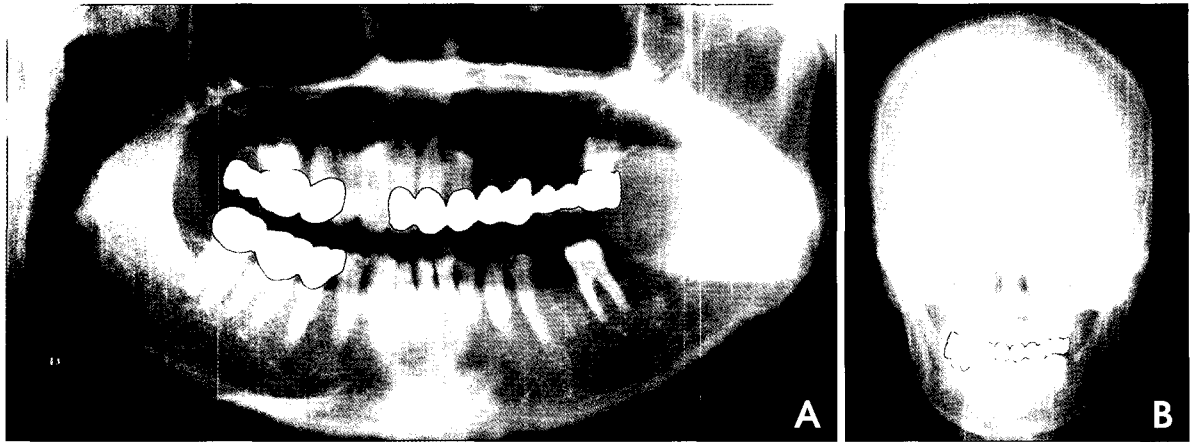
Plain radiographs show the diffuse permeative bone destruction in the left posterior mandibular body. Note the scattered osteolytic foci and the erosive change of the inferior border of the mandible.
